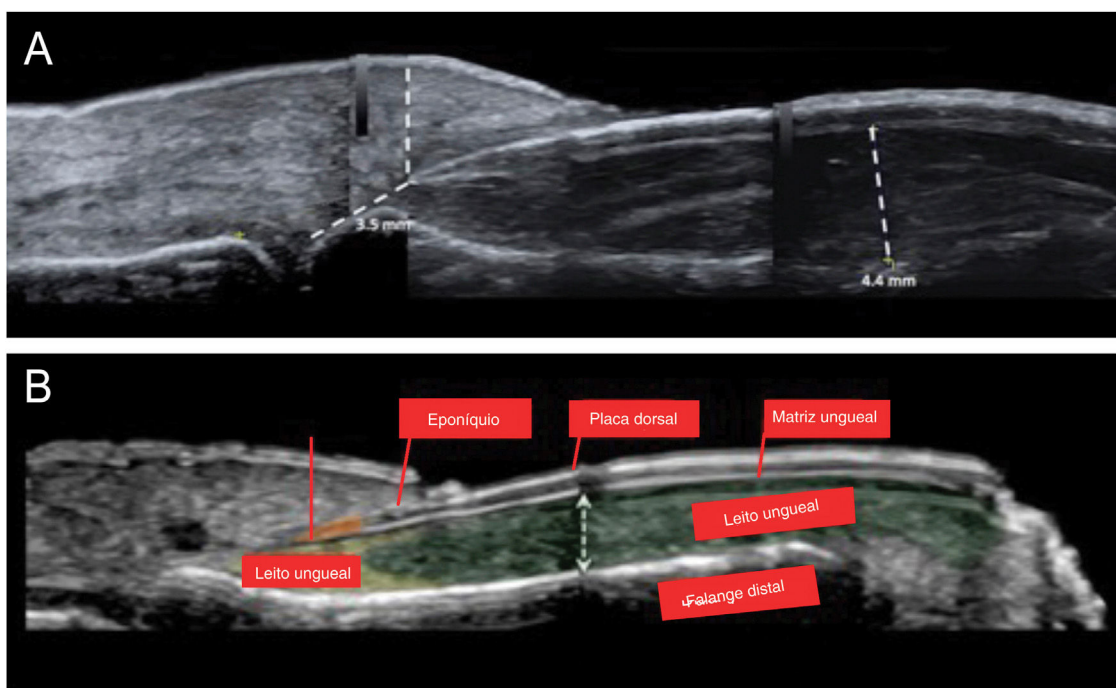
(A) Ultrassonografia cutânea de alta resolução com Doppler realizada com transdutor de 22 Mhz mostrou espessamento do leito ungueal com aspecto hipoeicoico; média 4,4mm e não apresentava sinais de hipervascularização ao exame Doppler, mas apresentava redução do espaço entre a origem da lâmina ungueal e a base da falange distal – a medida era de aproximadamente 3,5mm e apresentava halo inflamatório hipoeicoico. (B) Anatomia normal da unha.
